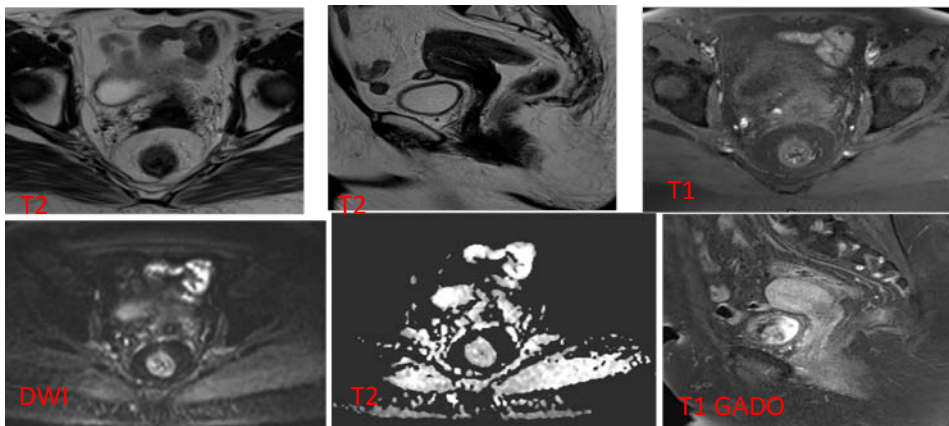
Présence d'hématome selon l'IRM précoce post-opératoire
